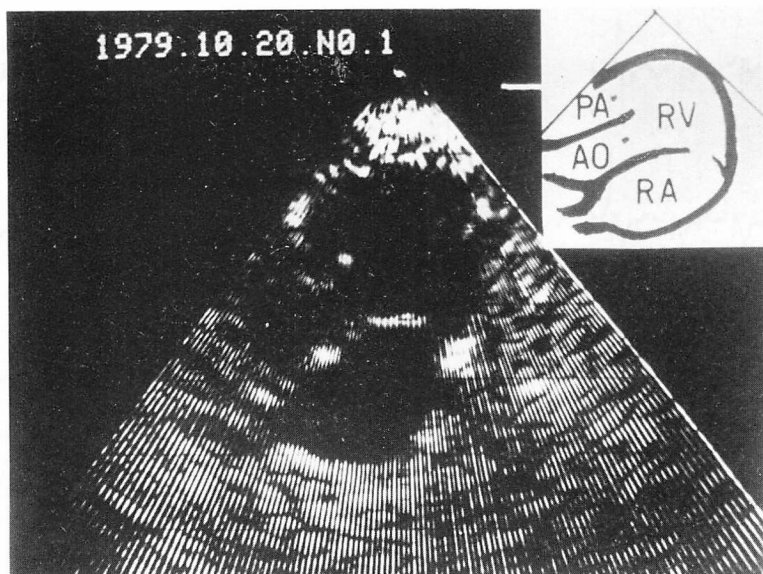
Cross-sectional echocardiogram of the patient obtained with transducer placing on position B.
